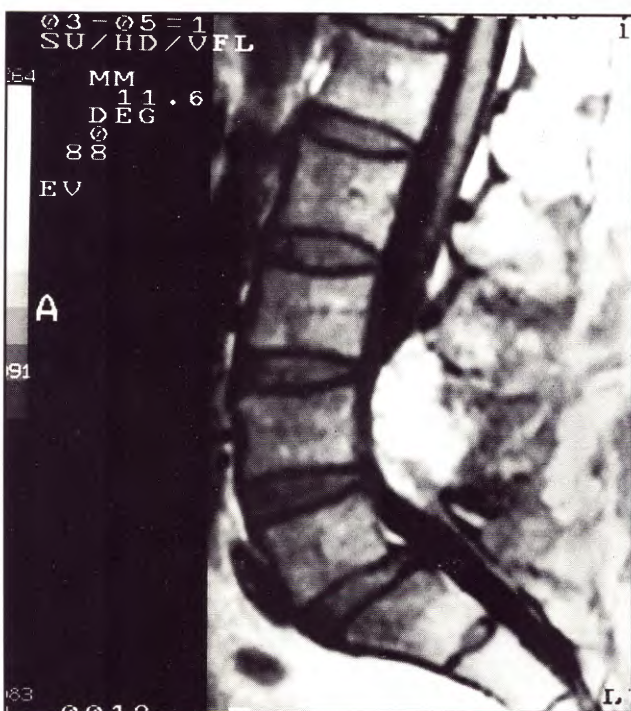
Corte sagital de IRM ponderada en T1 (TR 400-TE 20) que muestra una masa hiperintensa que ocupa el canal y comprime la cola de caballo.
